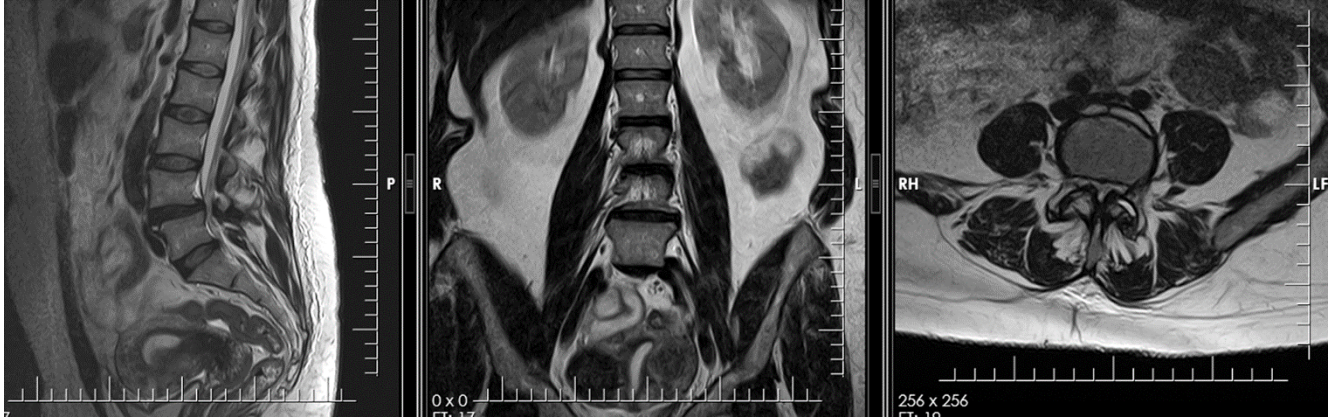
Предоперационная МРТ пояснично-крестцового отдела с рентгенологическими признаками дегенеративного стеноза на уровне L4–L5 позвонков
